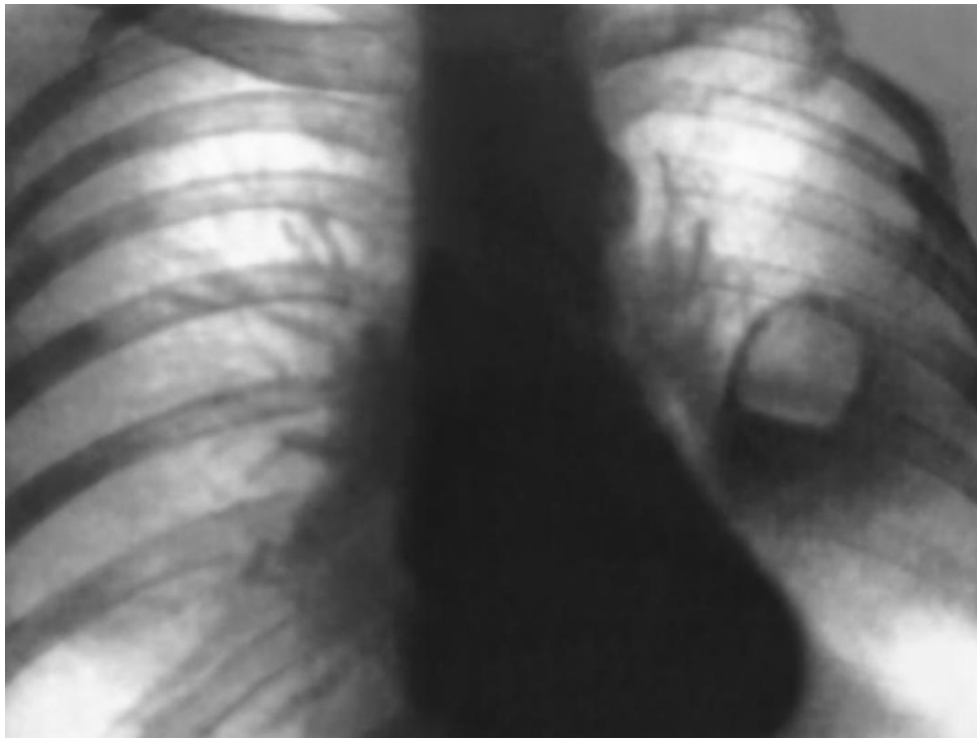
Рентгенограма хворої.
